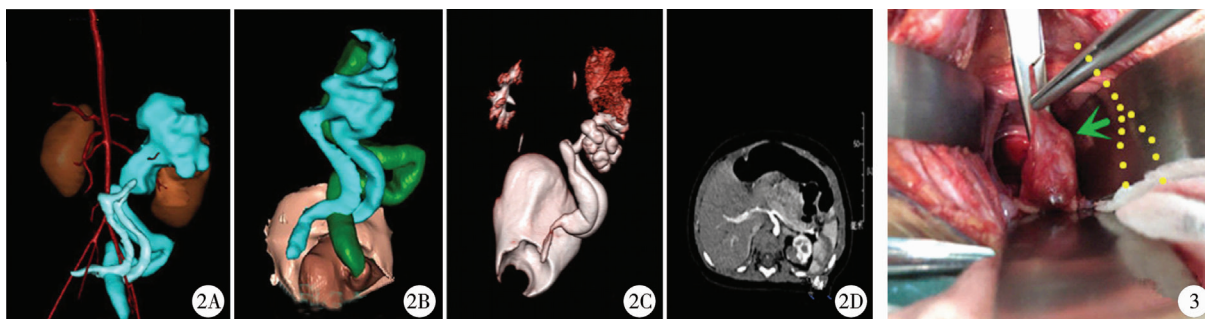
重复肾患儿的CAS重建图像与常规CTU图像 注 A-B:显示重复肾患儿合并3套集合系统、3根输尿管、上肾段输尿管末端囊肿、下肾段输尿管Y型吻合;C:为增强CT三维重建图像,仅显示2套集合系统;D:增强CT影像学资料 图3 重复肾患儿术中分离重复输尿管 注 该实照为输尿管Y型汇合图
